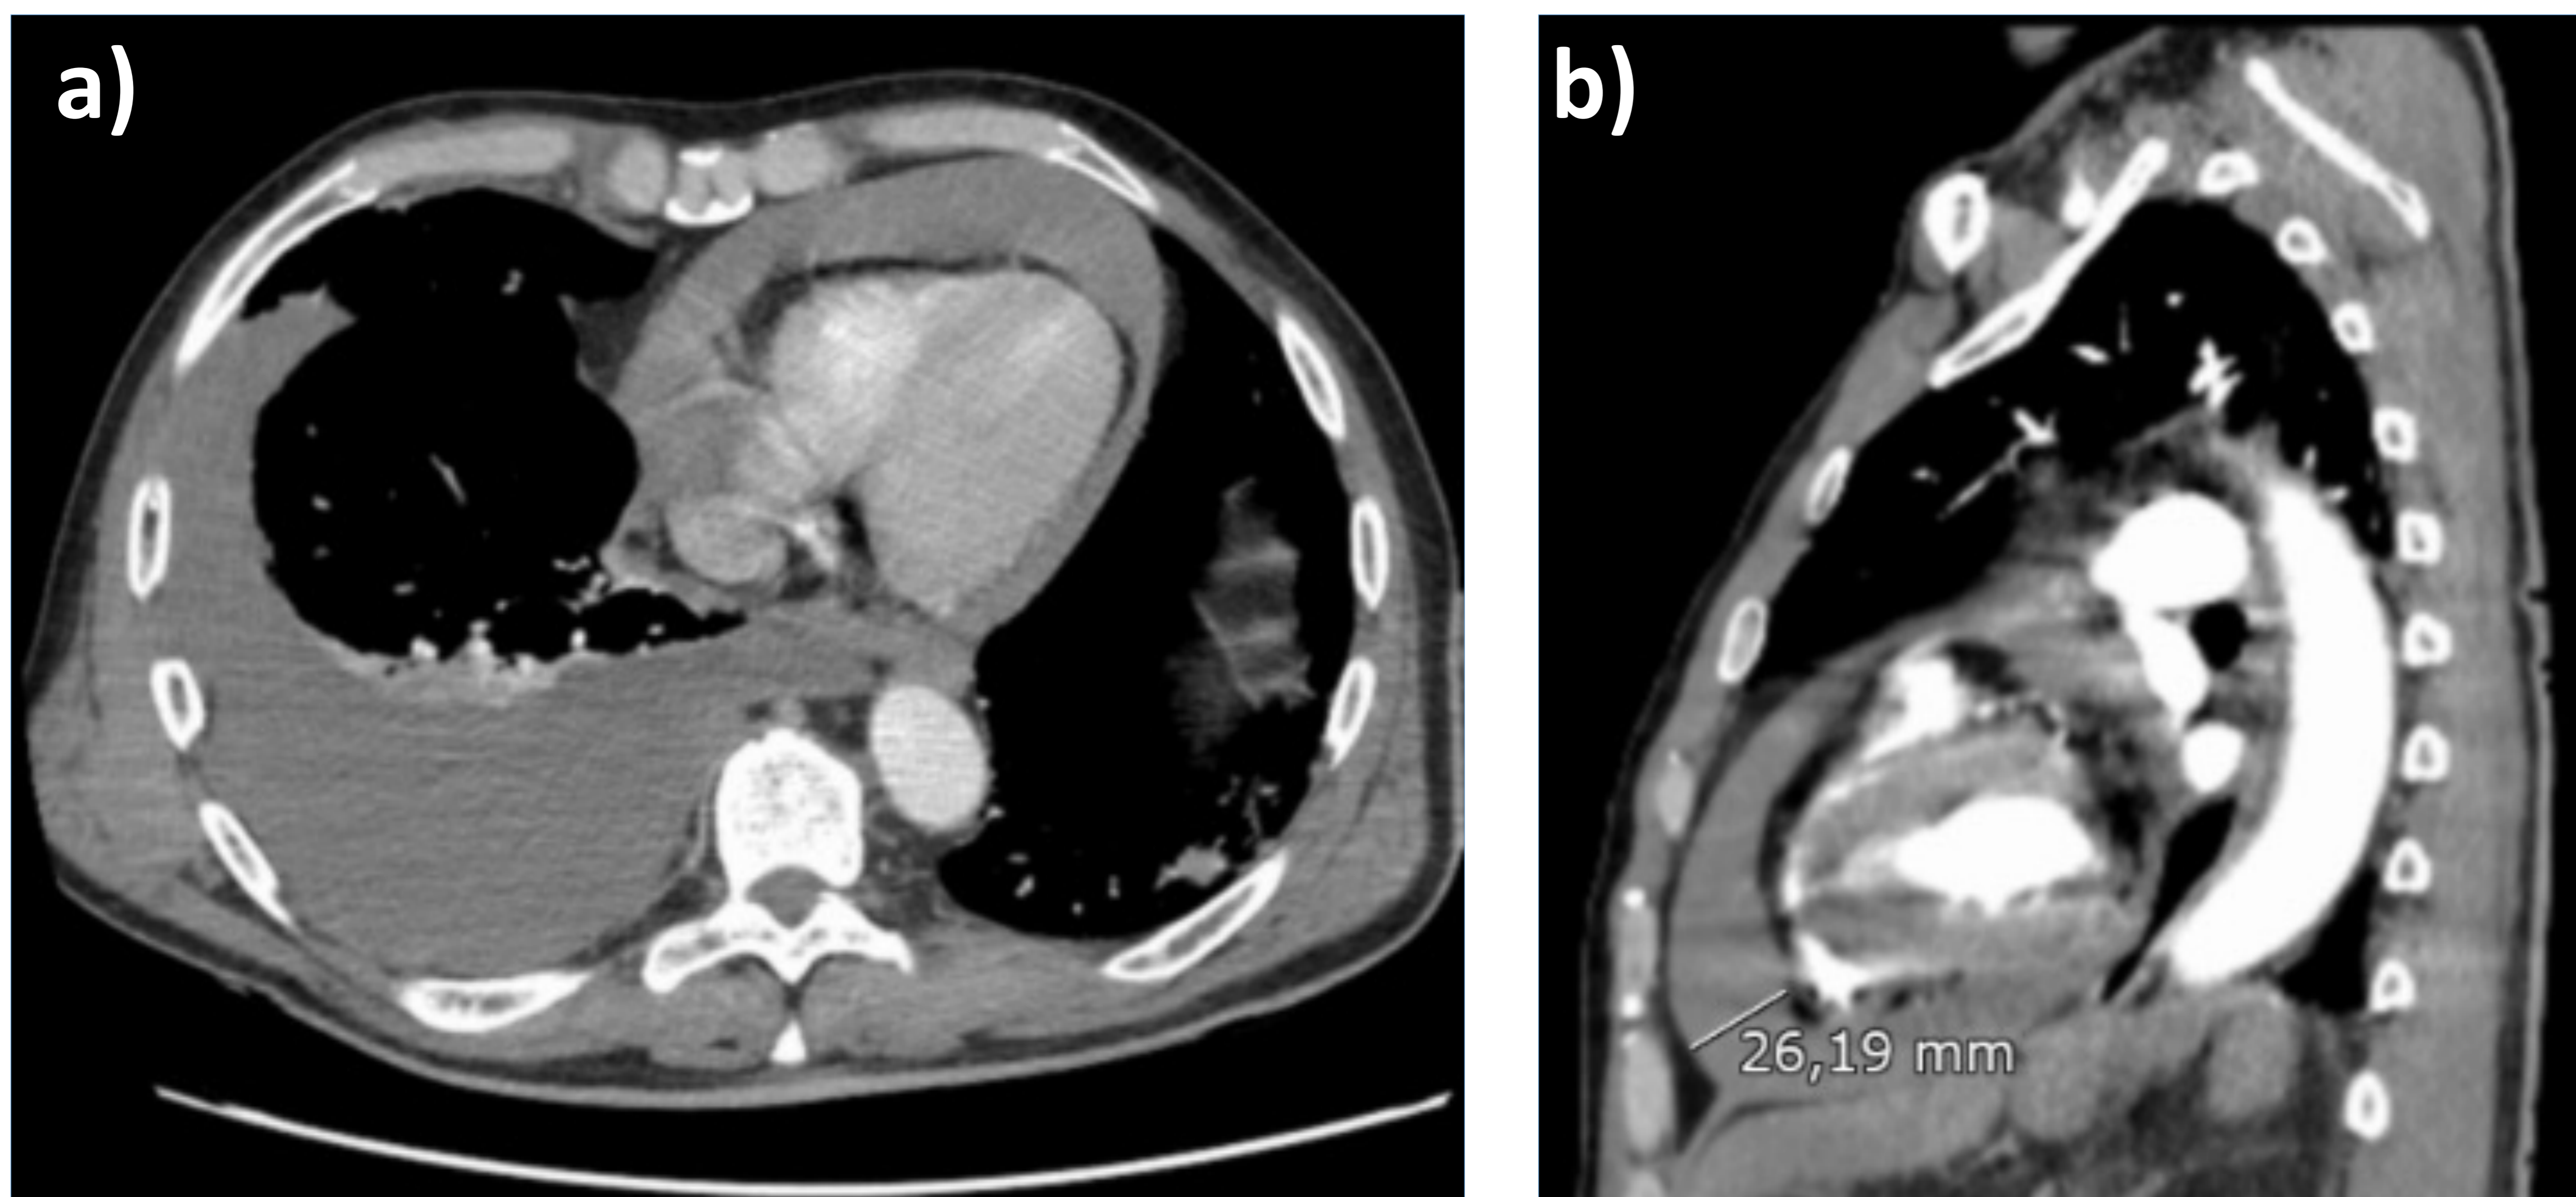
paciente con tumor neuroendocrino de células pequeñas ya conocido que acude a urgencias por clínica de disnea, dolor centrotorácico y mareo sin síncope. En la TC de tórax con contraste intravenoso (a y b) observamos un abundante derrame pericárdico de hasta 26 mm de espesor máximo medido a nivel del ventrículo derecho que comprime aurícula derecha.
